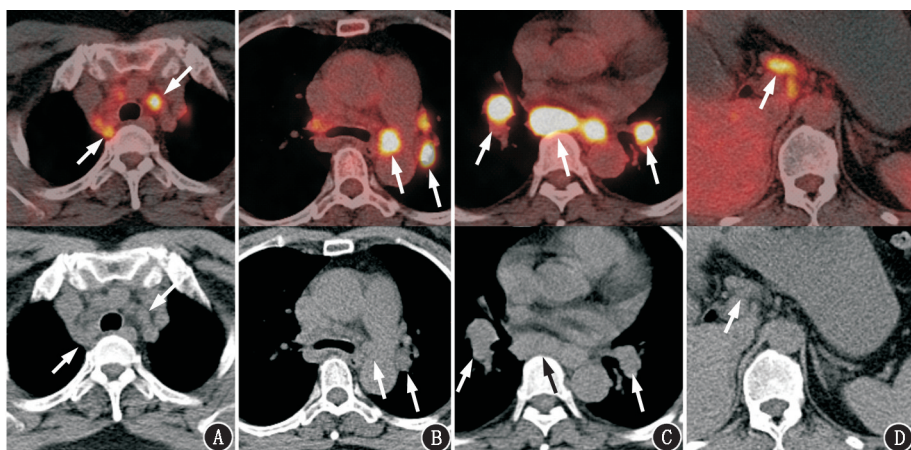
输尿管癌术后、新发多发淋巴结肿大患者(女,55岁)抗程序性细胞死亡蛋白配体1(PD-L1)治疗4个疗程后 ^{18}F -FDG PET/CT显像图。可见双侧锁骨上区、纵隔多区(A、B)、双肺门(C)及肝门区(D)多发代谢增高的肿大淋巴结(箭头示)
